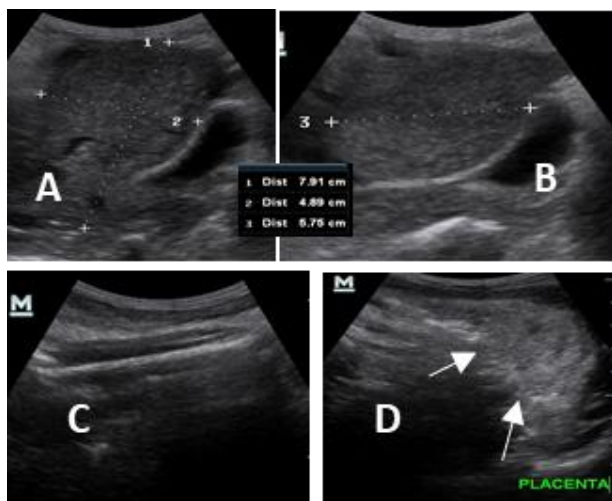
Images échographiques. A-B: coupes sagittale et transversale montrant l'utérus vide; l'image C montre un os long en dehors de la cavité utérine. D- Image échogène suggestive d'un placenta extra-utérin (flèche).
